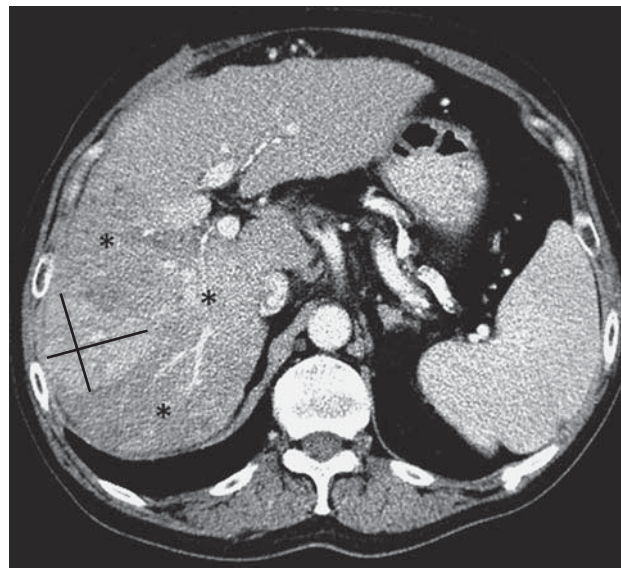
КТ-изображение органов брюшной полости. Гепатоцеллюлярный рак (указан звездочками). Измерение линейных размеров “жизнеспособной” опухолевой ткани в двух наибольших взаимно перпендикулярных размерах согласно критериям EASL.
